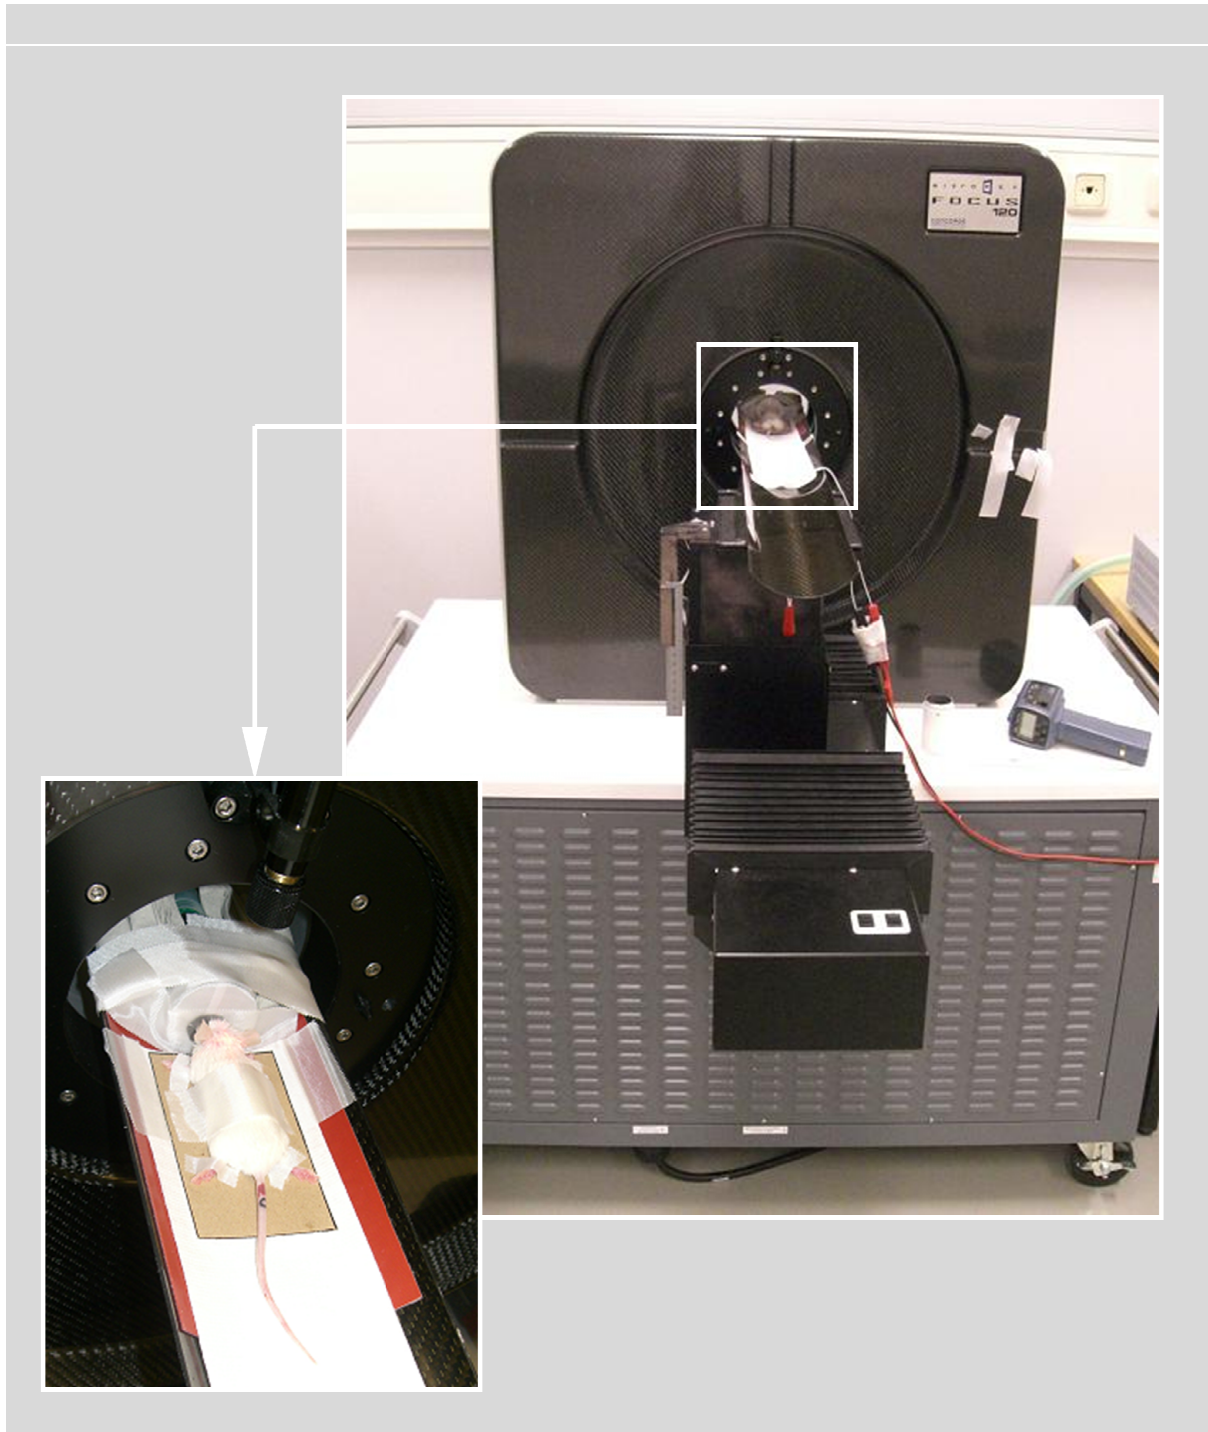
Dynamische, nichtinvasive Bildgebung der Versuchstiere mit einem Kleintier-Positronenemissionstomographen über 60min in vivo unter inhalativer Anästhesie mit Isofluran über eine Atemmaske unter Aufrechterhaltung der Körpertemperatur mittels in der Liege eingebauter Heizung.
